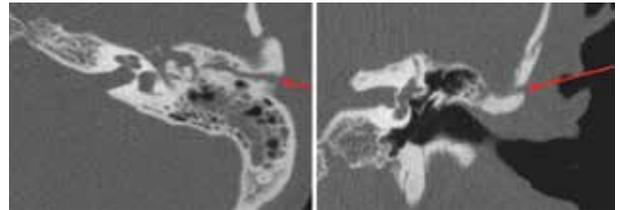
TAC de oído que muestra en el corte axial izquierdo el trayecto de la fractura señalado por la flecha, al igual que en el corte coronal derecho.
